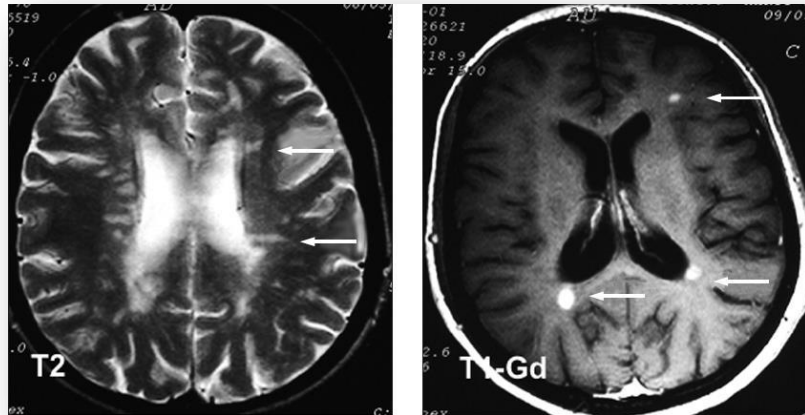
Resonancia magnética de cráneo (34). En la imagen potenciada en T2 se aprecian múltiples lesiones hiperintensas periventriculares. En la imagen potenciada en T1 con gadolinio se aprecian tres lesiones que captan el contraste, dos periventriculares y otra yuxtacortical.
